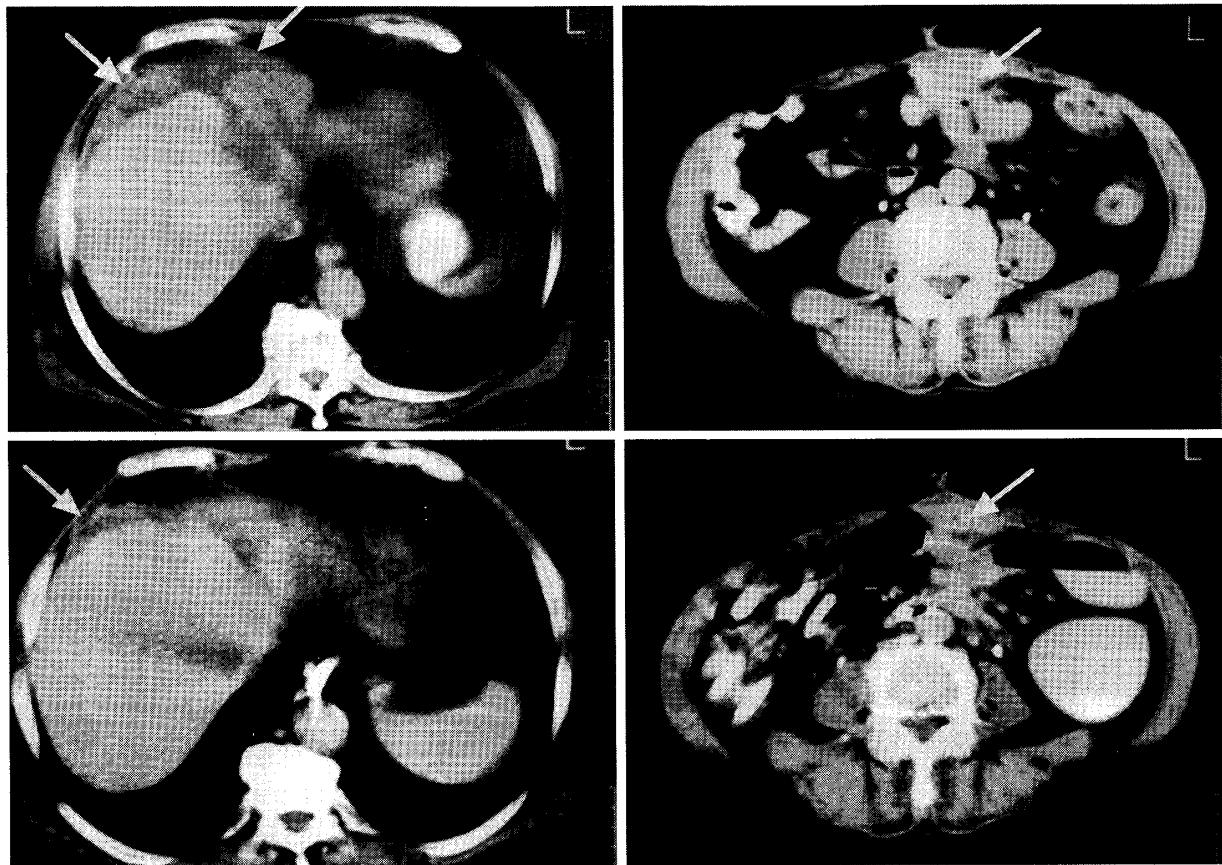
症例3のCT検査所見（上：化学療法前，下：化学療法2クール後）
